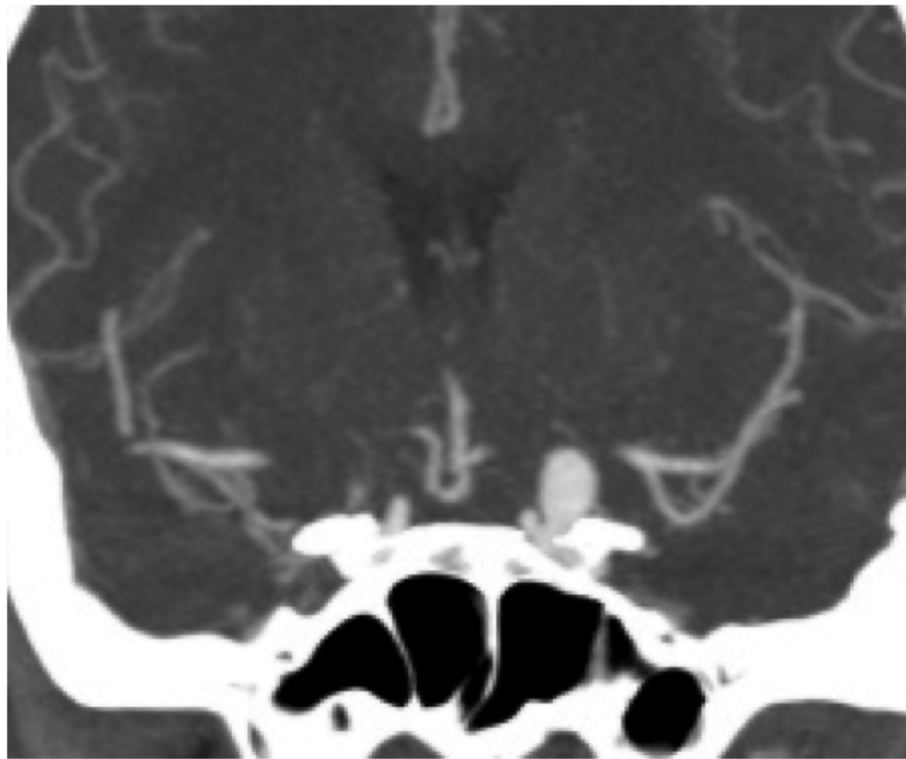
冠状位 CT 血管成像，可见左侧眼动脉瘤瘤颈而非瘤顶已侵蚀部分前床突，须行前床突切除术来暴露瘤颈。
